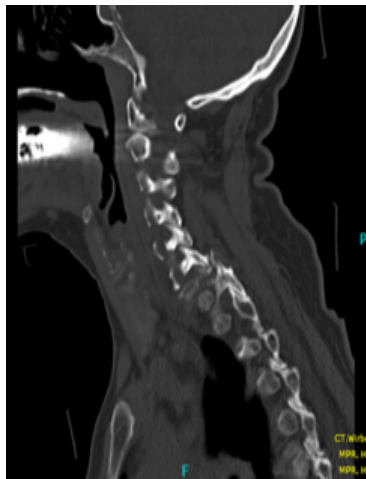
CT HWS; Darstellung pathologische Fraktur
